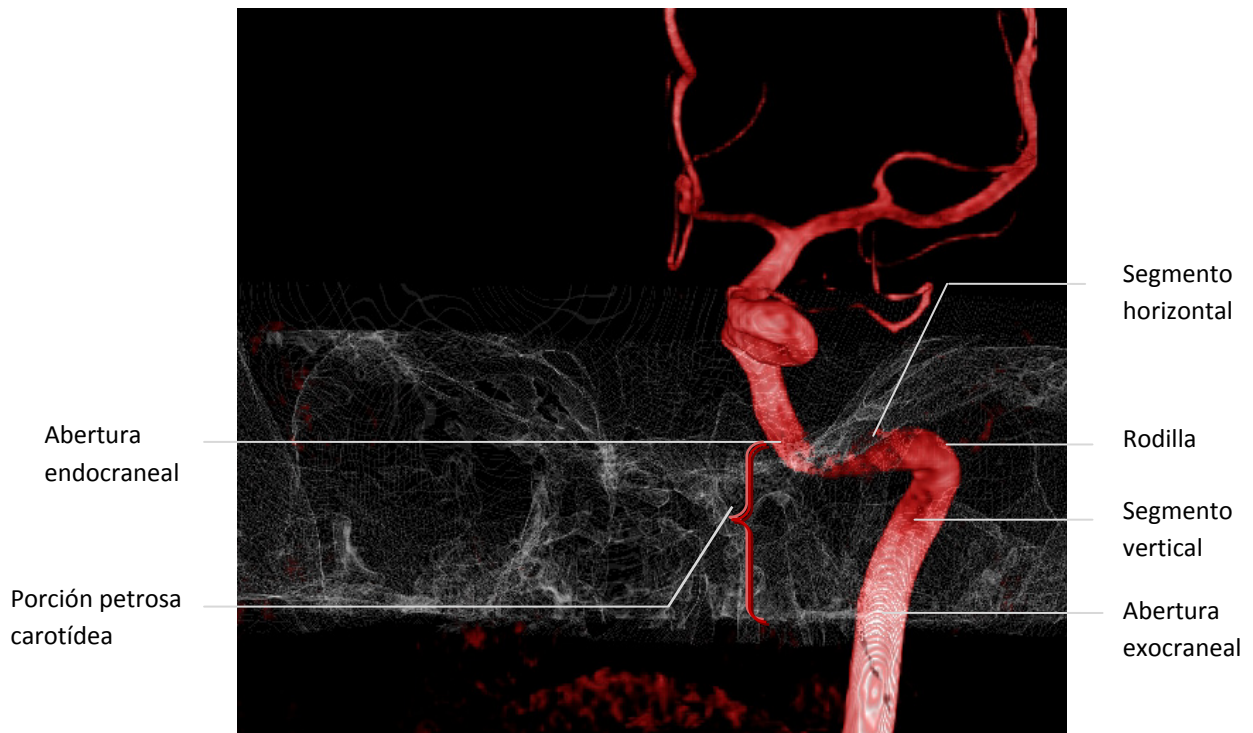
Imágenes de arteriografía selectiva de arteria carótida interna (figs. superior y centro) que ilustran sus diferentes segmentos intracraneales, la entrada y salida a través de la base del cráneo. La imagen inferior es una superposición vascular en 3D con TC, aplicación del angiógrafo utilizado. Incidentalmente se observa un aneurisma en la arteria cerebral anterior (círculo).
